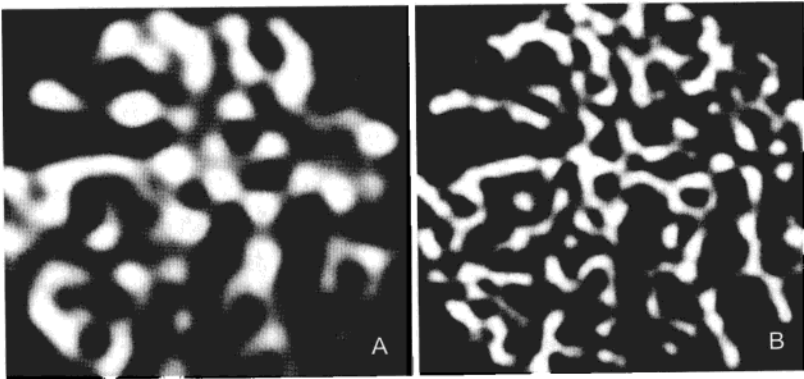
同一骨标本的单层(A)和多层(B)螺旋CT图像
